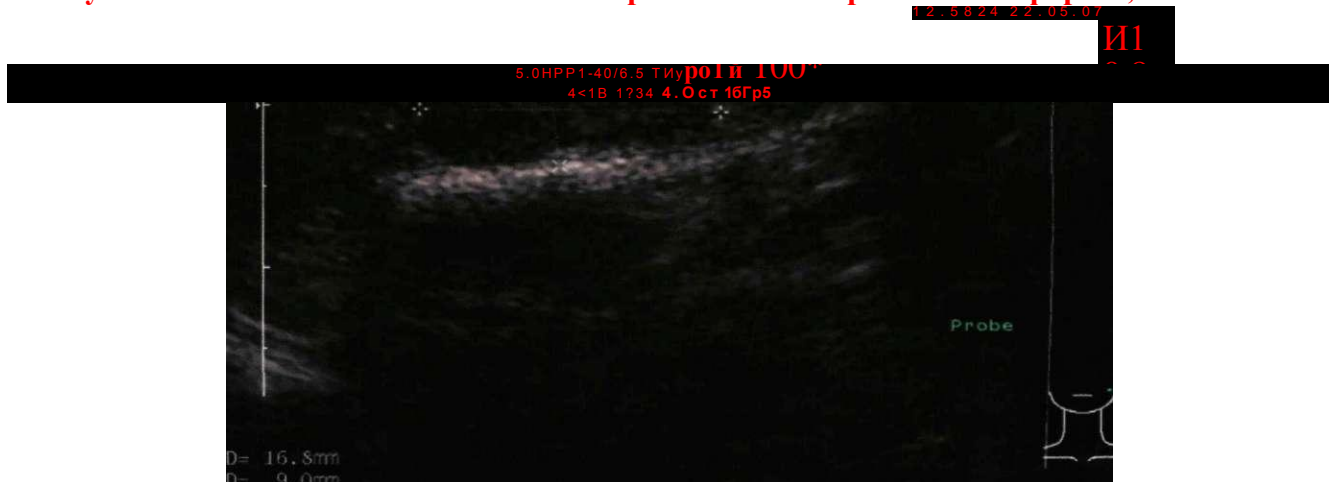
Пациент Я. Ультразвуковая томограмма в В - режиме рецидива злокачественной опухоли околоушной слюнной железы справа: образование без четких контуров, неоднородной структуры смешенной эхогенности. заключение- саркома Юинга.
